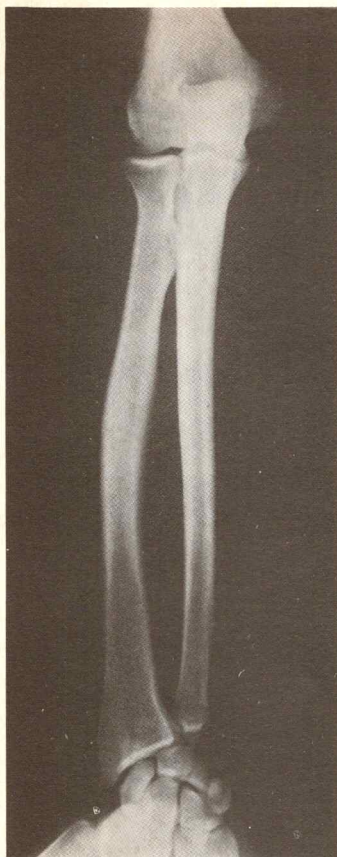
Radiografías anteriores del antebrazo.
